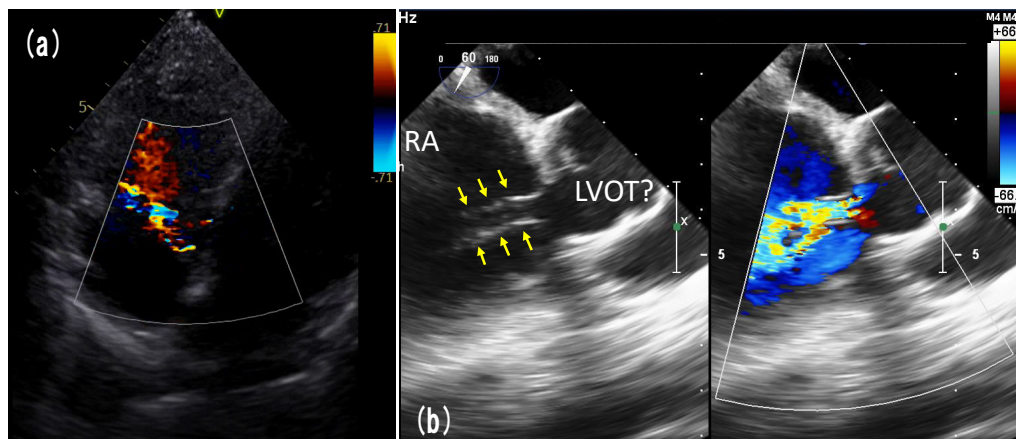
a) 経胸壁心エコー検査 (四腔断面)：右房内への異常血流を認める。(24 歳時)
